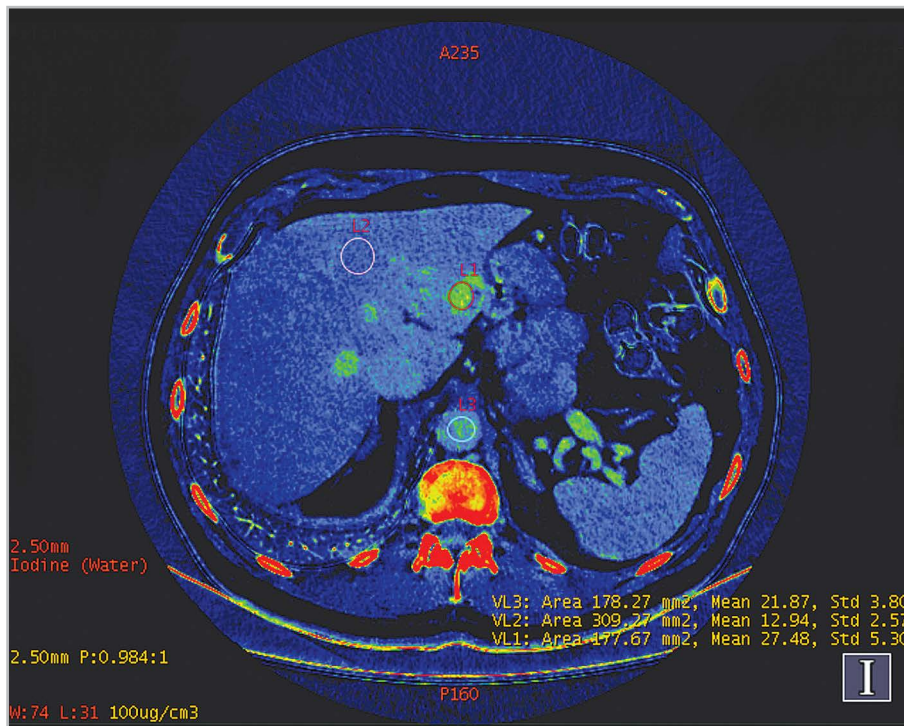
Компьютерная томограмма. Аксиальная плоскость. Измерение концентрации йода в паренхиме печени и аорте на йодной карте
